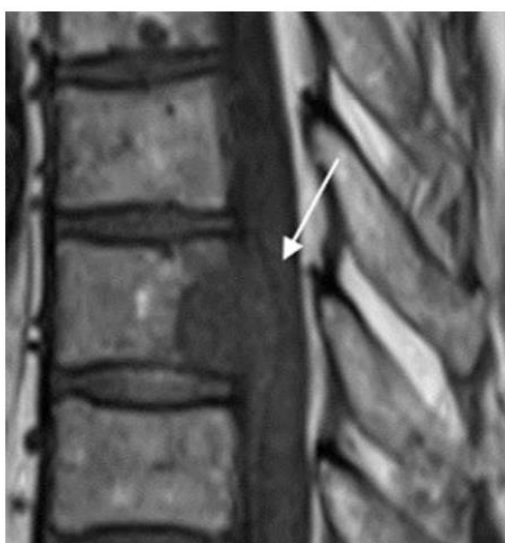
MRI Thorakal seorang pria berusia 71 tahun dengan Ca. paru-paru (a. parasagittal [sisi kanan], b. sagital, c. parasagittal [sisi kiri]). Gambaran Metastasis vertebra maligna pada corpus vertebra Th10, menunjukkan keterlibatan pedikel (tanda bintang), elemen posterior (panah), dan batas posterior cembung (panah segitiga). (Yusuke Yamamoto dkk, 2019)
